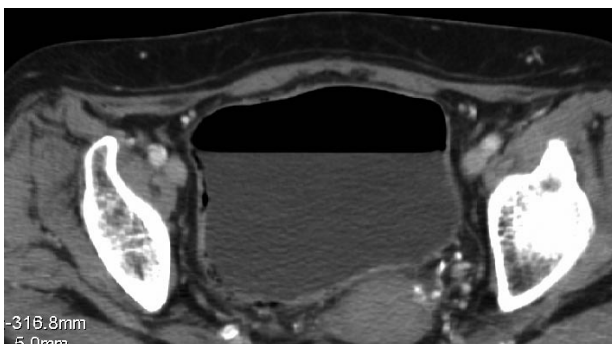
TAC donde se aprecia presencia de gas en la pared vesical.
